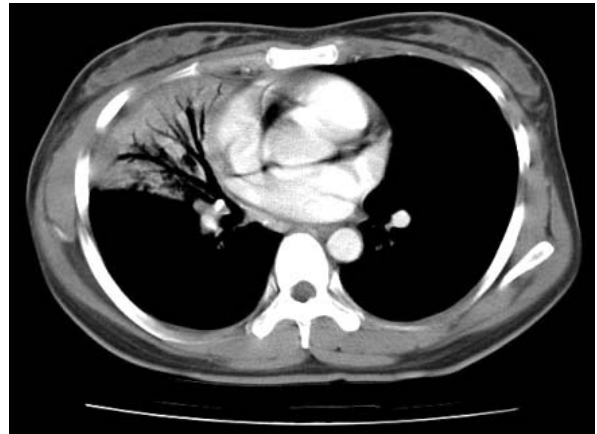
Chest CT shows diffuse consolidation with air bronchogram on right middle lobe.
